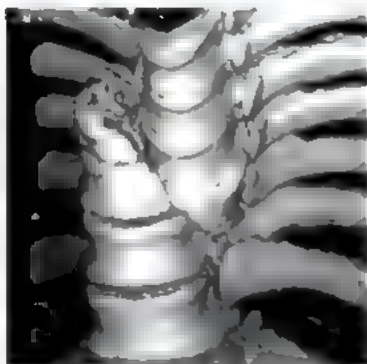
Перелом позвоночника (трехмерная КТ-реконструкция)
